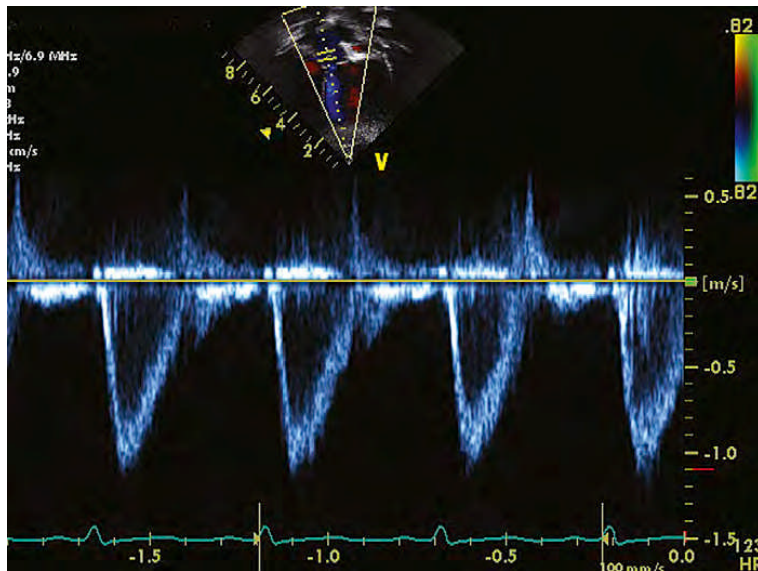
Gambaran *Pulsed Wave* pada trunkus pulmonalis dari pandangan parasternal
